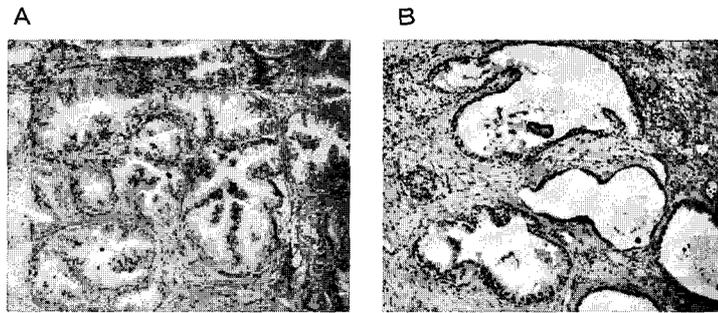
RM2 による免疫染色例: benign prostatic hyperplasia
